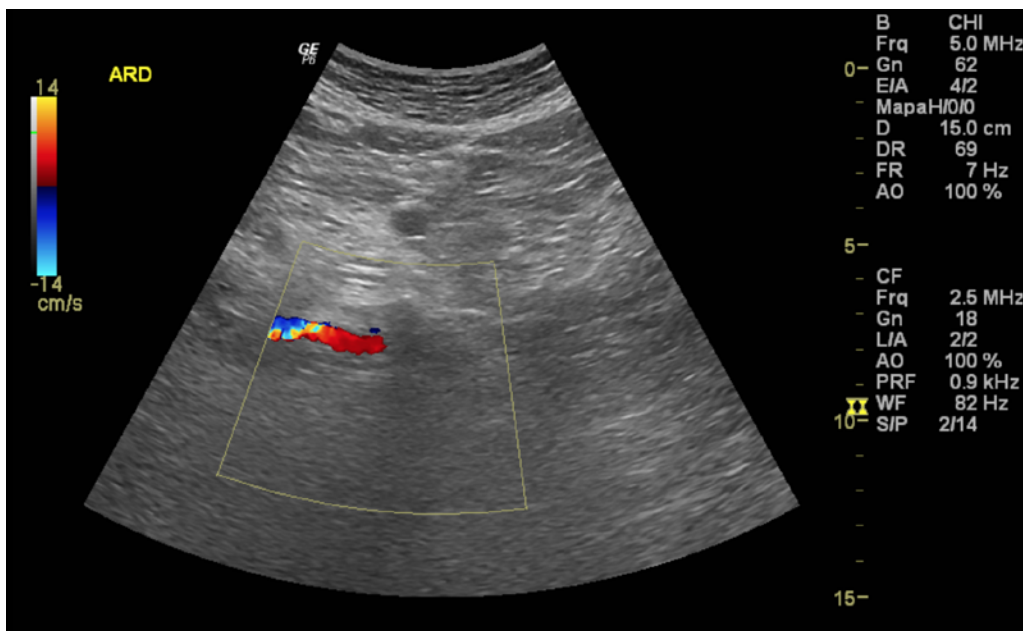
Modo Doppler colorido da artéria renal direita com *stent* (plano axial)
